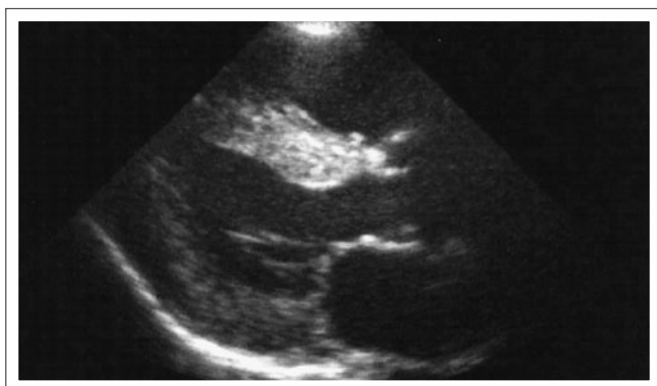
Echokardiographie: parasternaler Längsschnitt mit deutlicher konzentrischer, symmetrischer linksventrikulärer Hypertrophie
